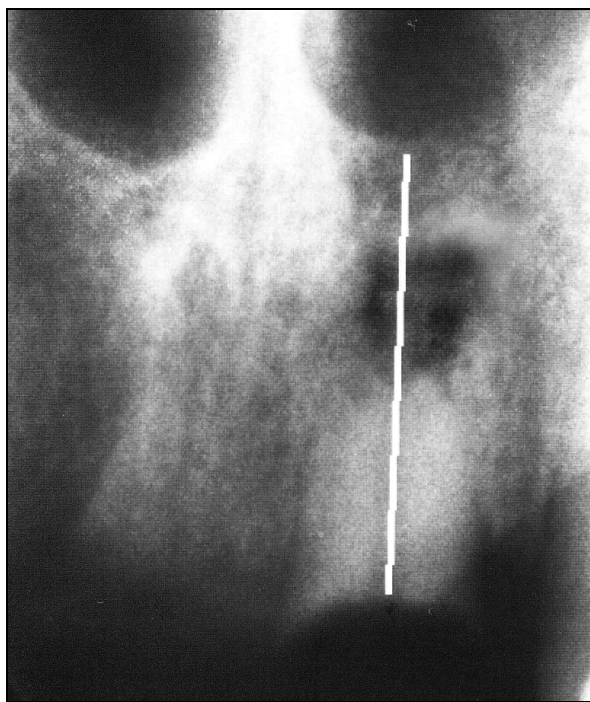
Рентгенограмма 21-го зуба до лечения
